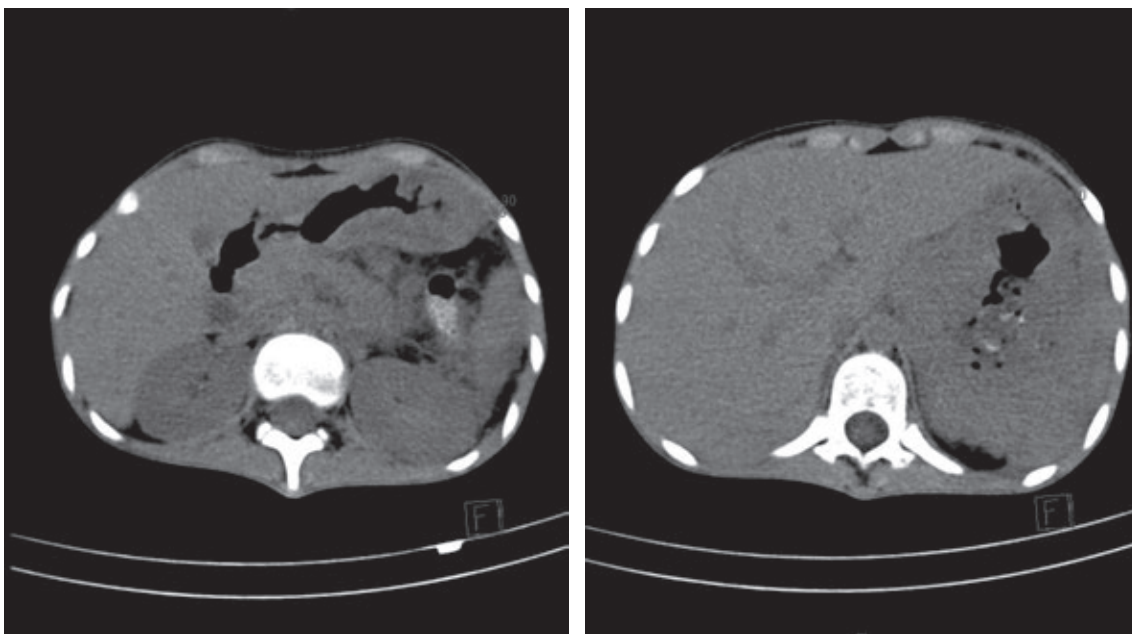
Tomografía, cortes axiales en diversas regiones: engrosamiento del fondo y la curvatura mayor del estómago.
